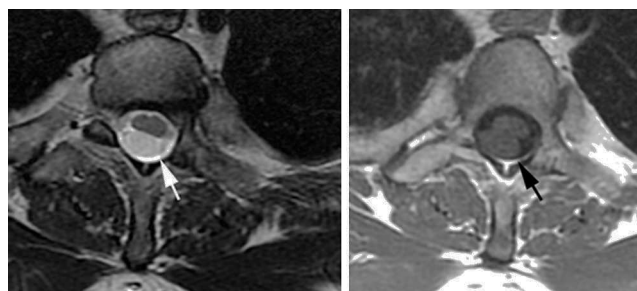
RM, plano axial, en ponderación T2 y T1 evidencia la lesión quística (flechas).
